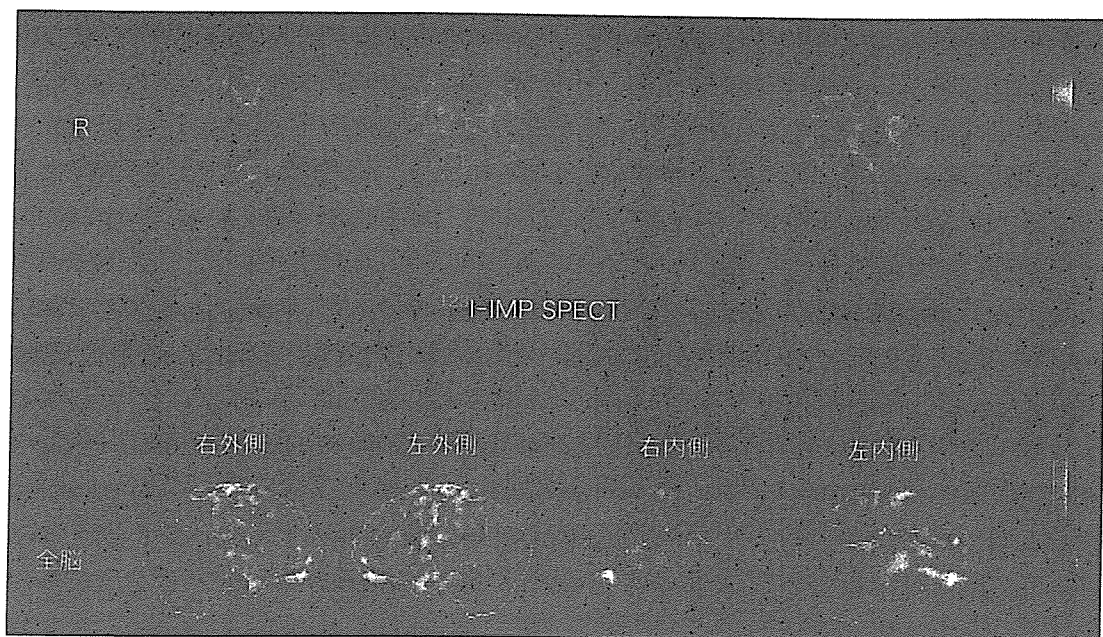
通常の SPECT 所見 (上段) および同一患者の eZIS 所見 (下段)
